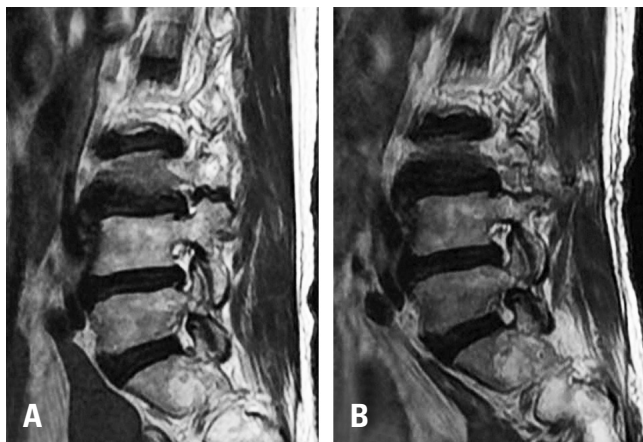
Comparison of magnetic resonance imaging findings between the preoperative (A) and postoperative (B) foraminal area.
